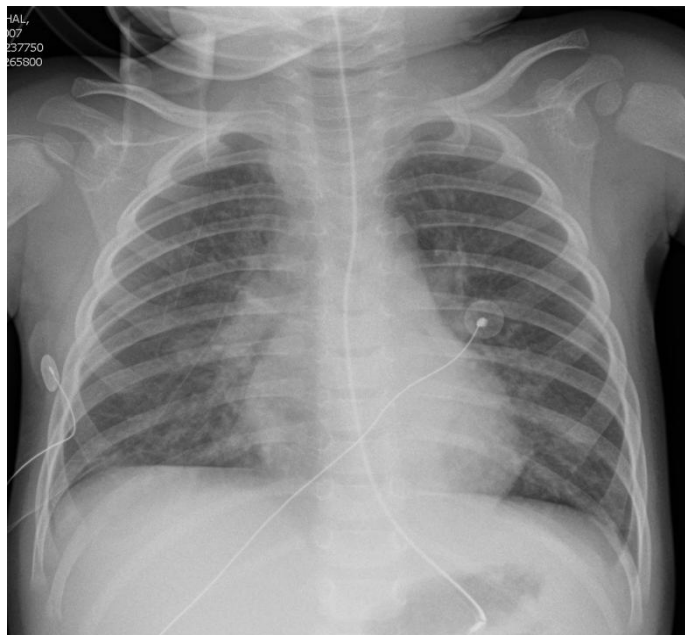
radiographie du thorax de face montrant une opacité para cardiaque droite effaçant la totalité du bord droit du cœur
